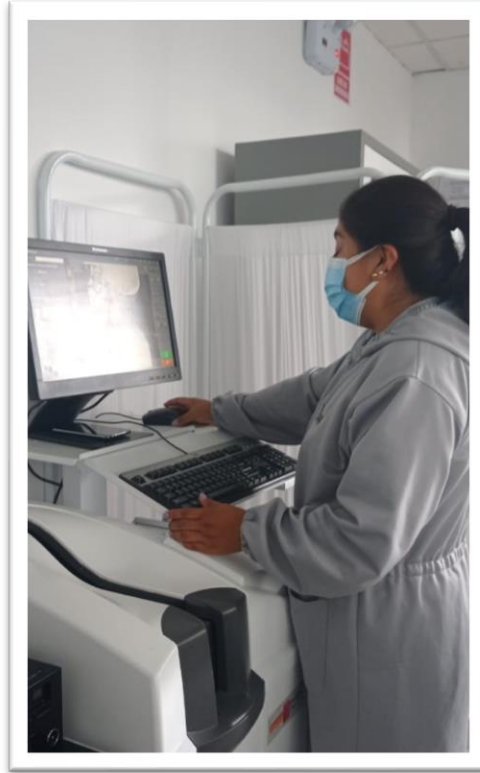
Investigadora seleccionando las radiografías
